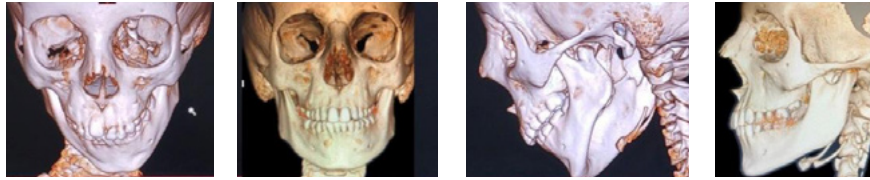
TAC 3D frente 2,5 años.
